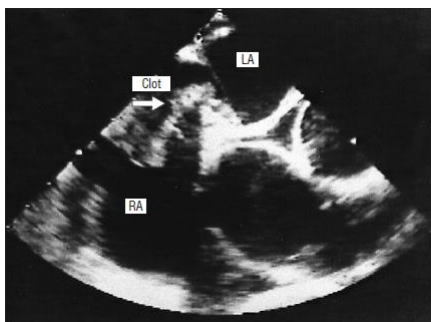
Ecocardiograma transesofágico de embolia paradoxal eminente. É visualizável um êmbolo a atravessar o foramen ovale. LA, aurícula esquerda; RA, aurícula direita.¹⁶
